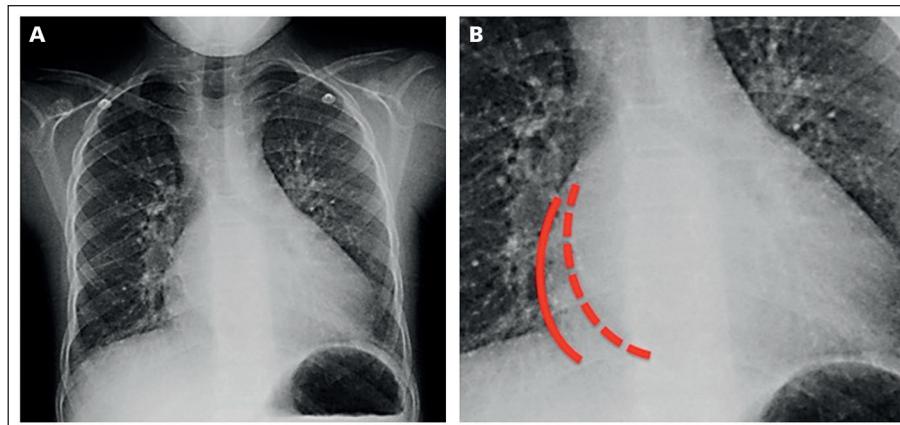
Radiografía de tórax en proyección antero-posterior. A) Destaca la presencia de cardiomegalia y signos de congestión pulmonar veno-capilar pasiva. B) Se observa la imagen clásica de doble contorno auricular (dilatación biauricular), con linea continua el reborde de la aurícula derecha y en linea discontinua el reborde de la aurícula izquierda.
